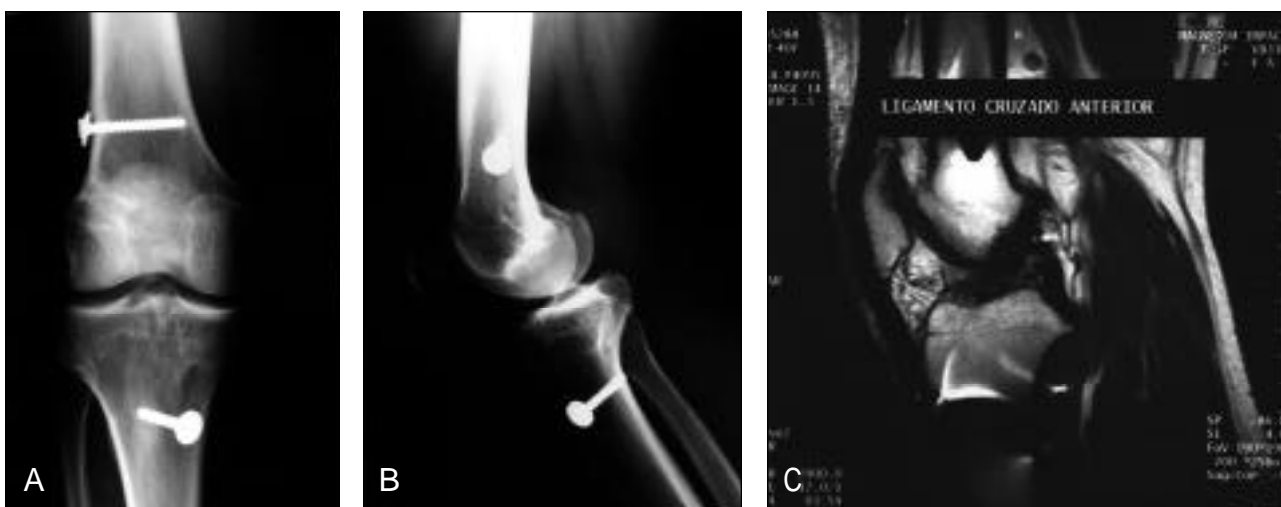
Paciente de 40 años con reconstrucción del LCA con tendón rotuliano con técnica de doble incisión y 12 años de seguimiento. A y B. Radiografías de frente y perfil donde se visualizan cambios degenerativos leves (artrosis grado B) y los dos tornillos AO utilizados para la fijación del neoligamento. C. Corte sagital de resonancia magnética. Se observa el neoligamento continuo de punto a punto de fijación, con señal de intensidad homogénea.
